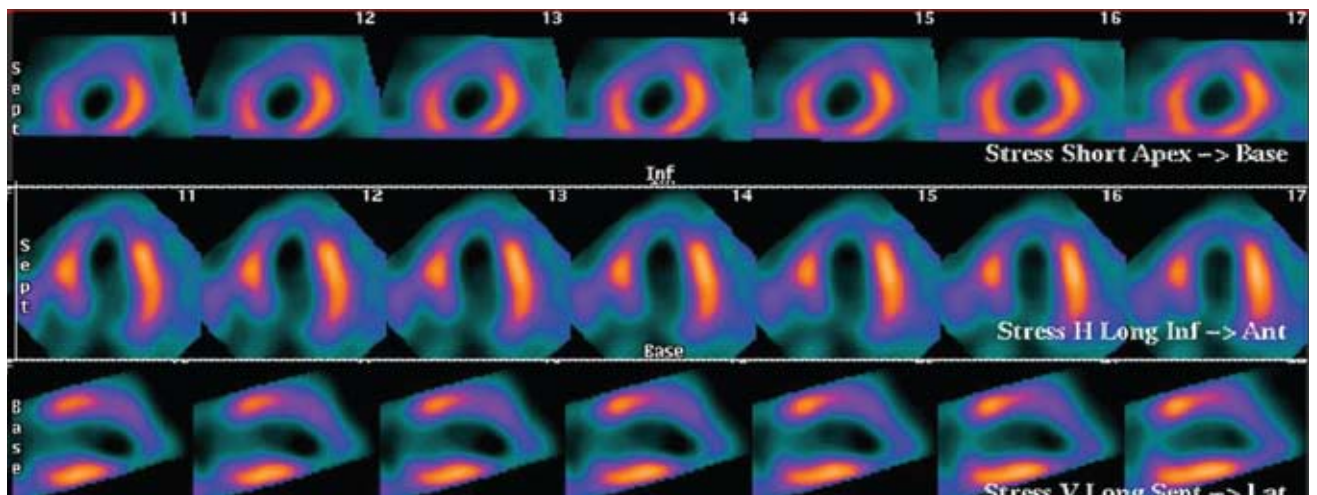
Estudio de flujo miocárdico. Evaluado con *SPECT* Tc99m sestamibi.
